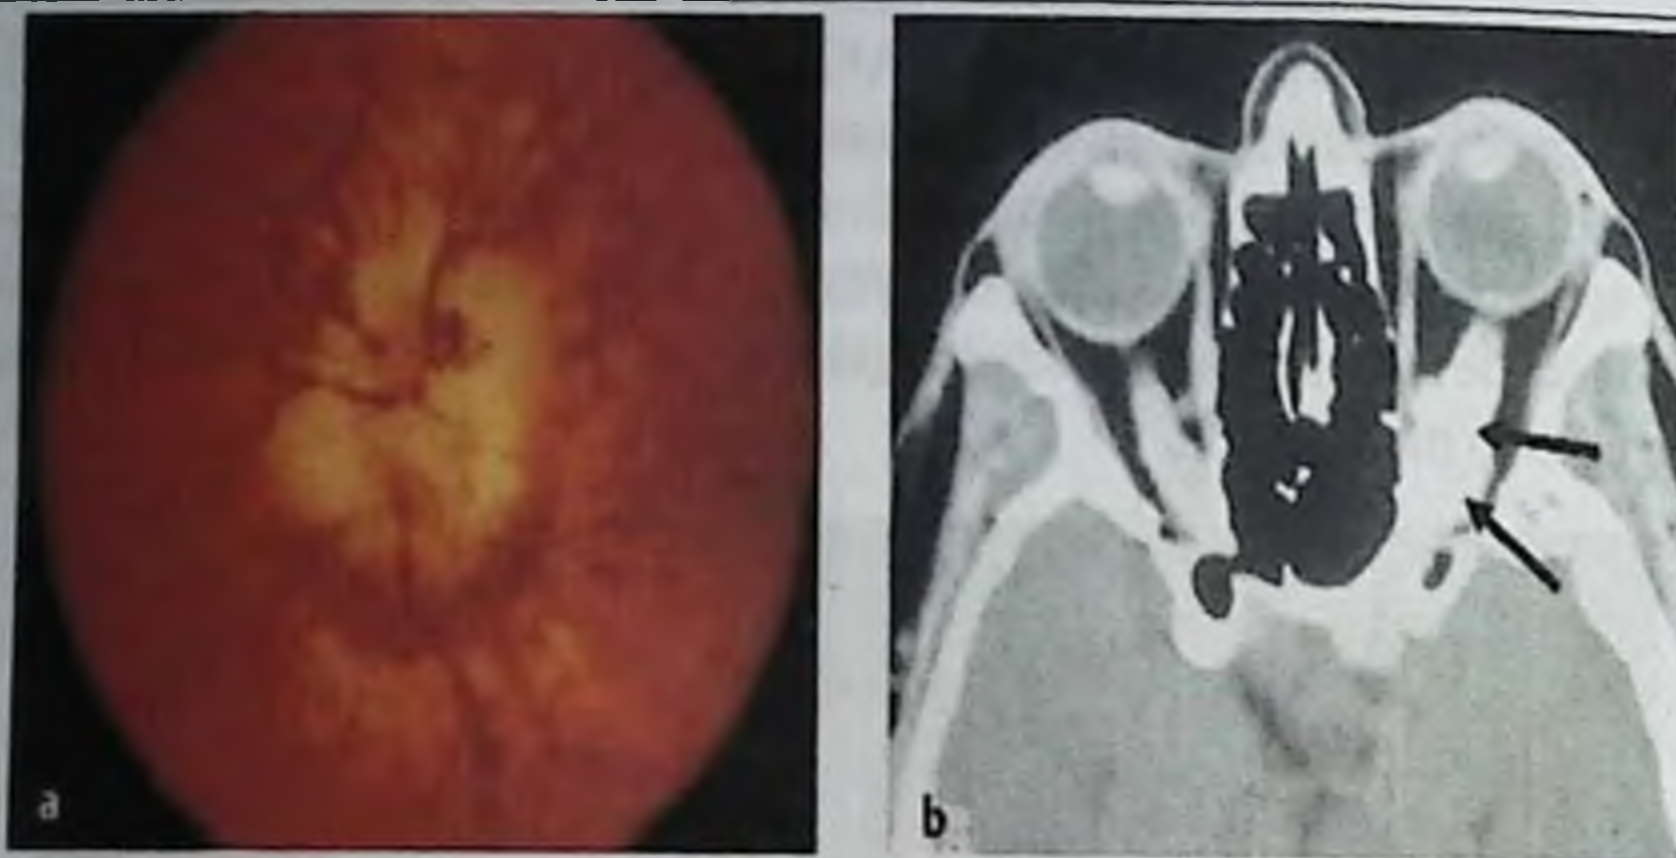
На данном рисунке представлена А) менингиома оболочек зрительного нерва с отечным диском и оптикоцизнарными изгибами. В) На аксиальном срезе компьютерной томографии с контрастом видно усиление сигнала вдоль левого зрительного нерва (указано стрелками)
